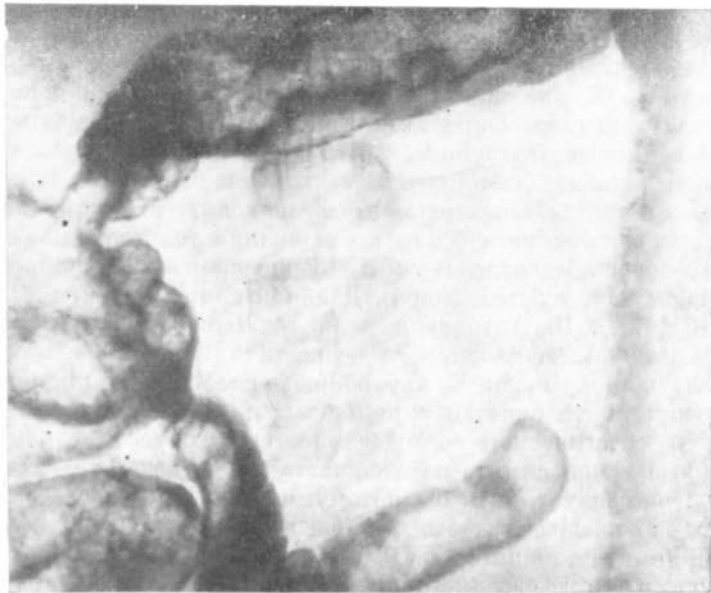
Обзорная рентгенограмма ободочной кишки. Неспецифический язвенный колит, илеоколит (колоноскопия). Деформация ободочной кишки, гаустры отсутствуют. На всем протяжении псевдополипы, по контурам поперечной ободочной кишки мелкие язвы.
